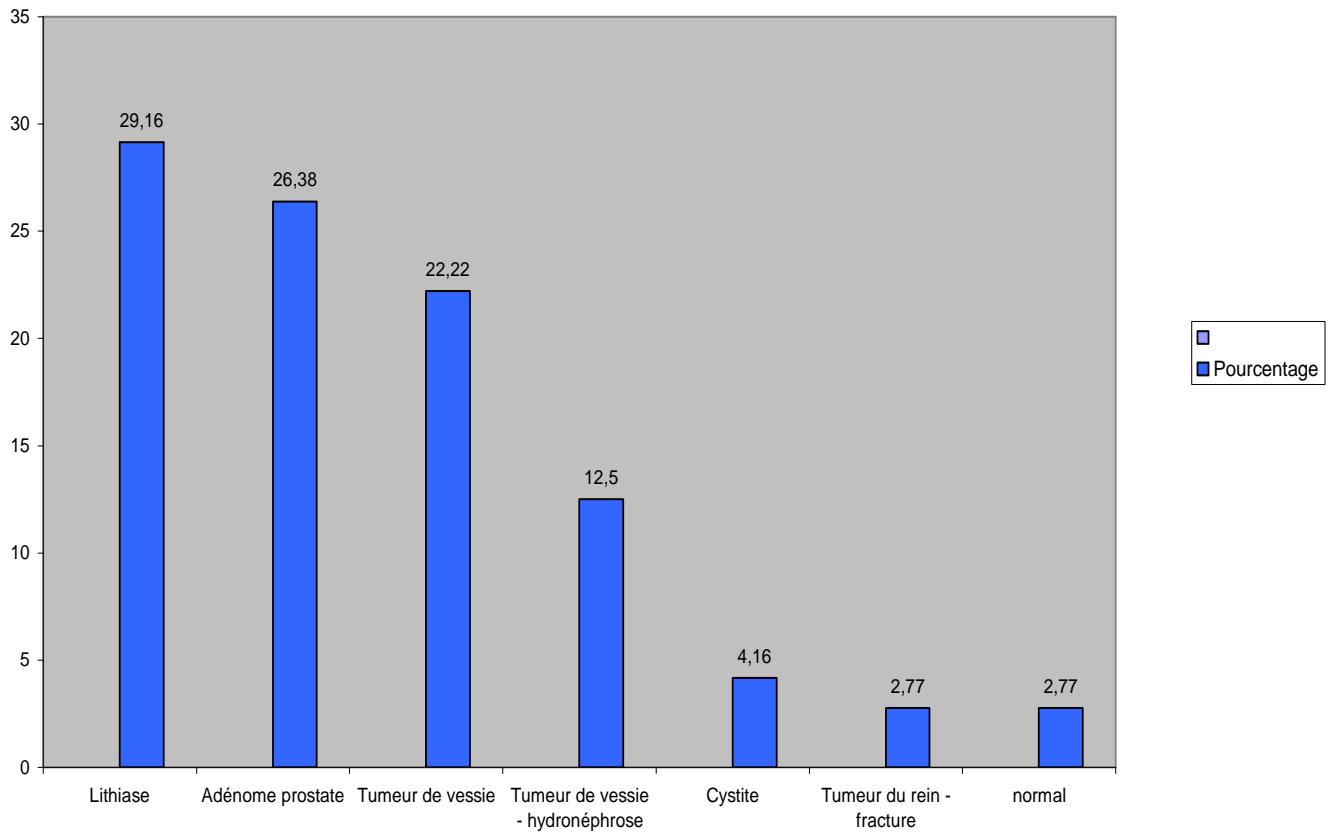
Répartition des patients selon le résultat de l'échographie n = 72.
